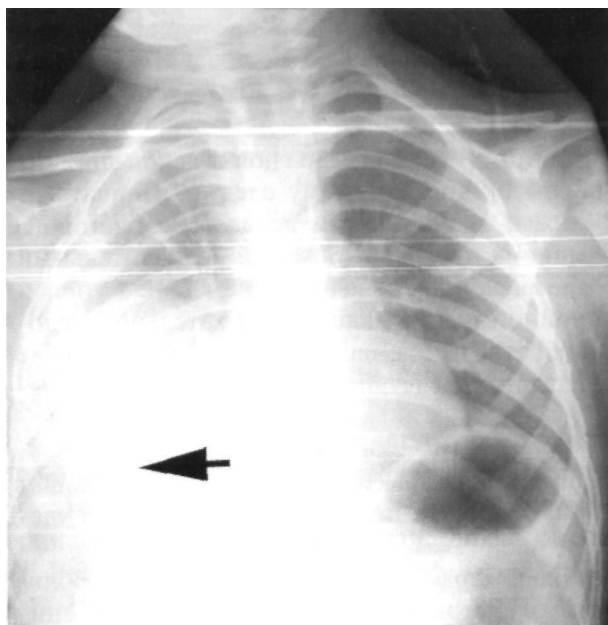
Обзорная рентгенограмма грудной клетки больного с эмпиемой плевры. Прямая проекция. Стрелкой указано гомогенное затемнение в правой половине грудной клетки.
